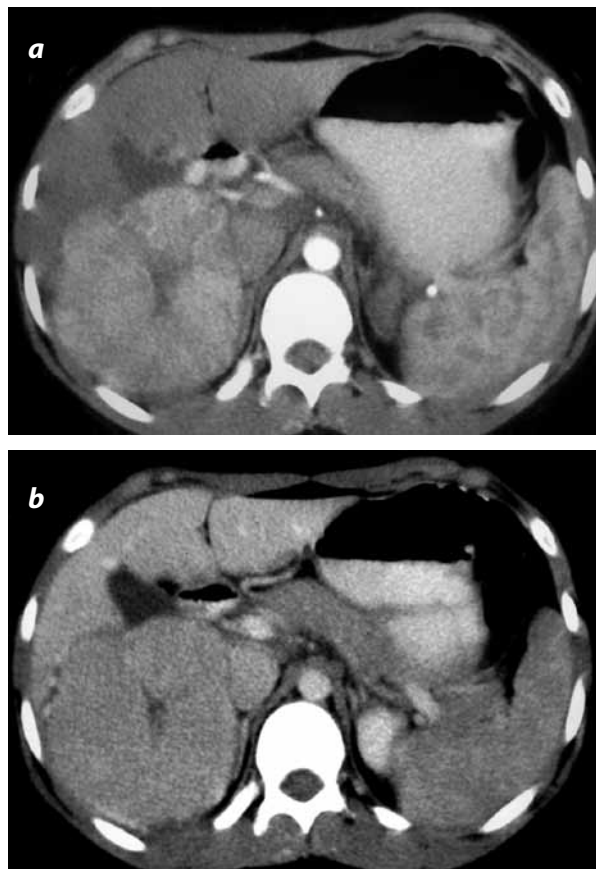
Hiperplasia nodular focal. Imágenes de TC contrastada (a) en fase arterial. Lesión localizada en lóbulo hepático derecho, lobulada, bien delimitada por una cápsula; capta ávidamente el contraste en la periferia con cicatriz central hipodensa. (b) Se hace isodensa al parénquima hepático en la fase portal.
